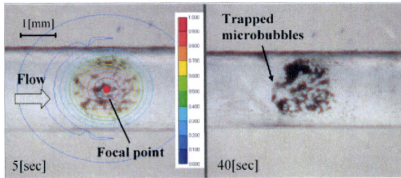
Trapped microbubbles under ultrasound emission with control frequency of 10[MHz], in 5 and 40[s] after start of the emission.
